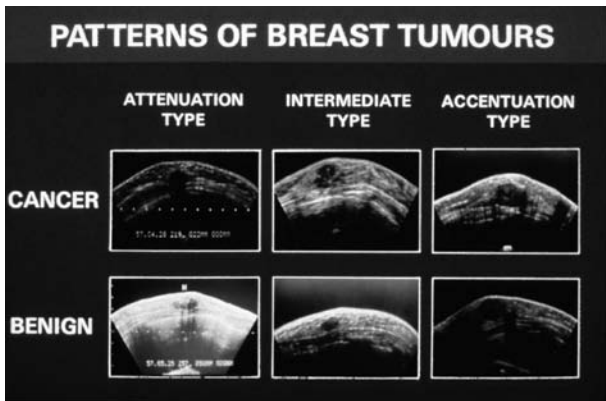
植野による乳腺腫瘍の分類。超音波の減衰の程度により減衰型，増強型，そして中間型に分類された。
